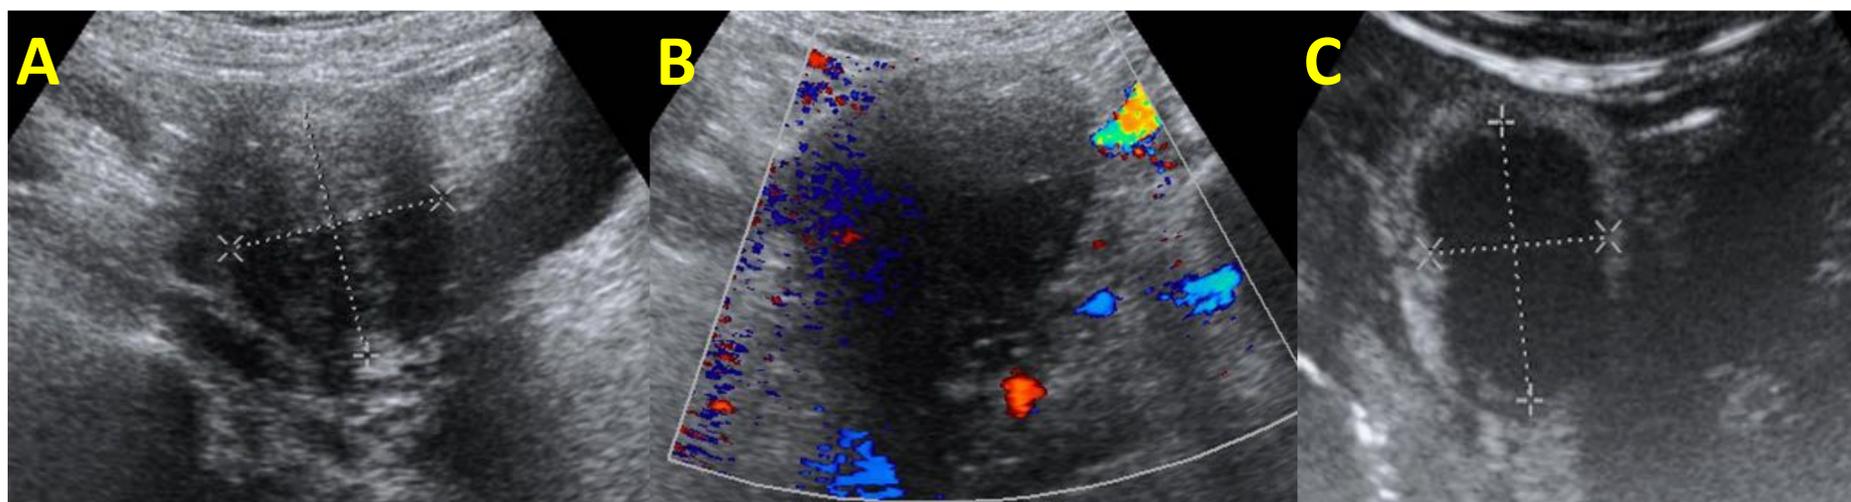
A) ecografía sin contraste pre EAU que muestra mioma de 46x41mm, B) imagen ecográfica por EAU que muestra mioma con ausencia de señal doppler color, C) ecografía con contraste Sonovue post EAU que muestra mioma avascular.
